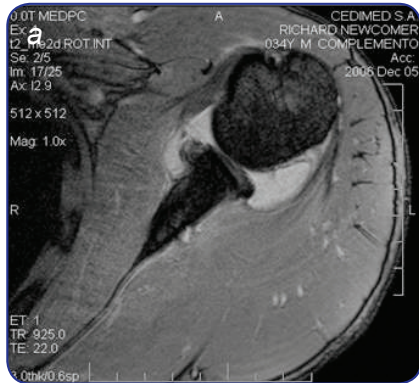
RM en proyección axial del primer caso a las 4 semanas. a) En rotación interna: se observa una mínima irregularidad del periostio con Bankart blando reducido de tamaño pero en posición. b) En rotación externa: se observa alineamiento anatómico del periostio y labrum en posición adecuada, sugiriendo estabilidad articular.
